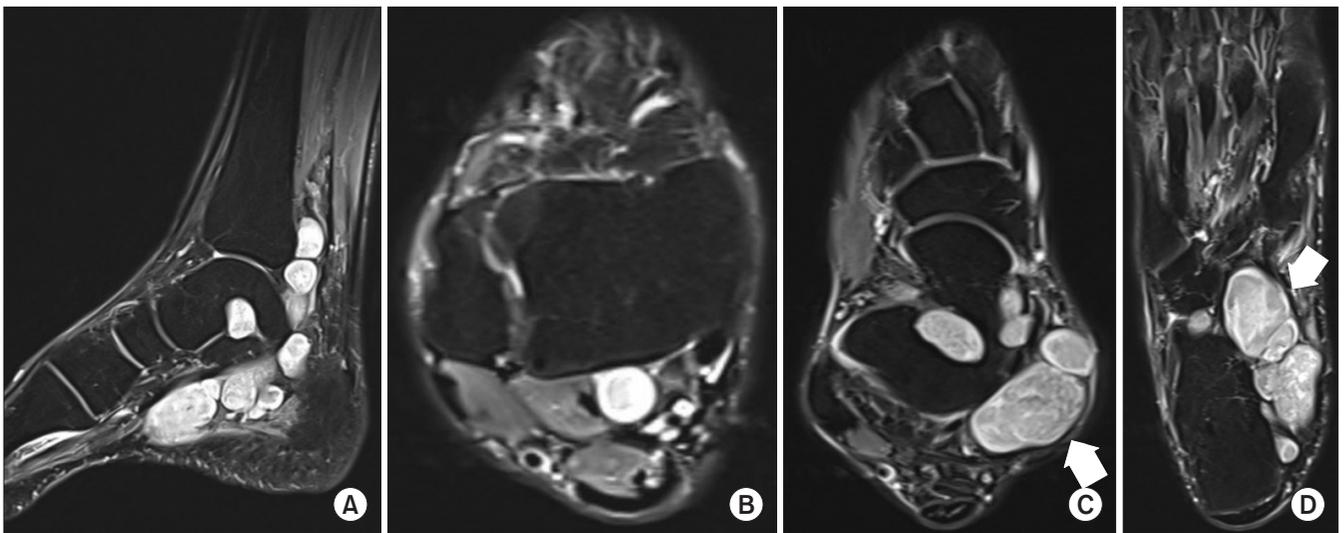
Sagittal T2-weighted (A) and axial T2-weighted magnetic resonance imagings at the level of the ankle (B), sinus tarsi (C), and plantar fascia (D) demonstrate multiple hyperintense lesions with bony deformity along the posterior tibial nerve, as well as the medial and lateral plantar nerve. The arrows indicate the Target sign.
